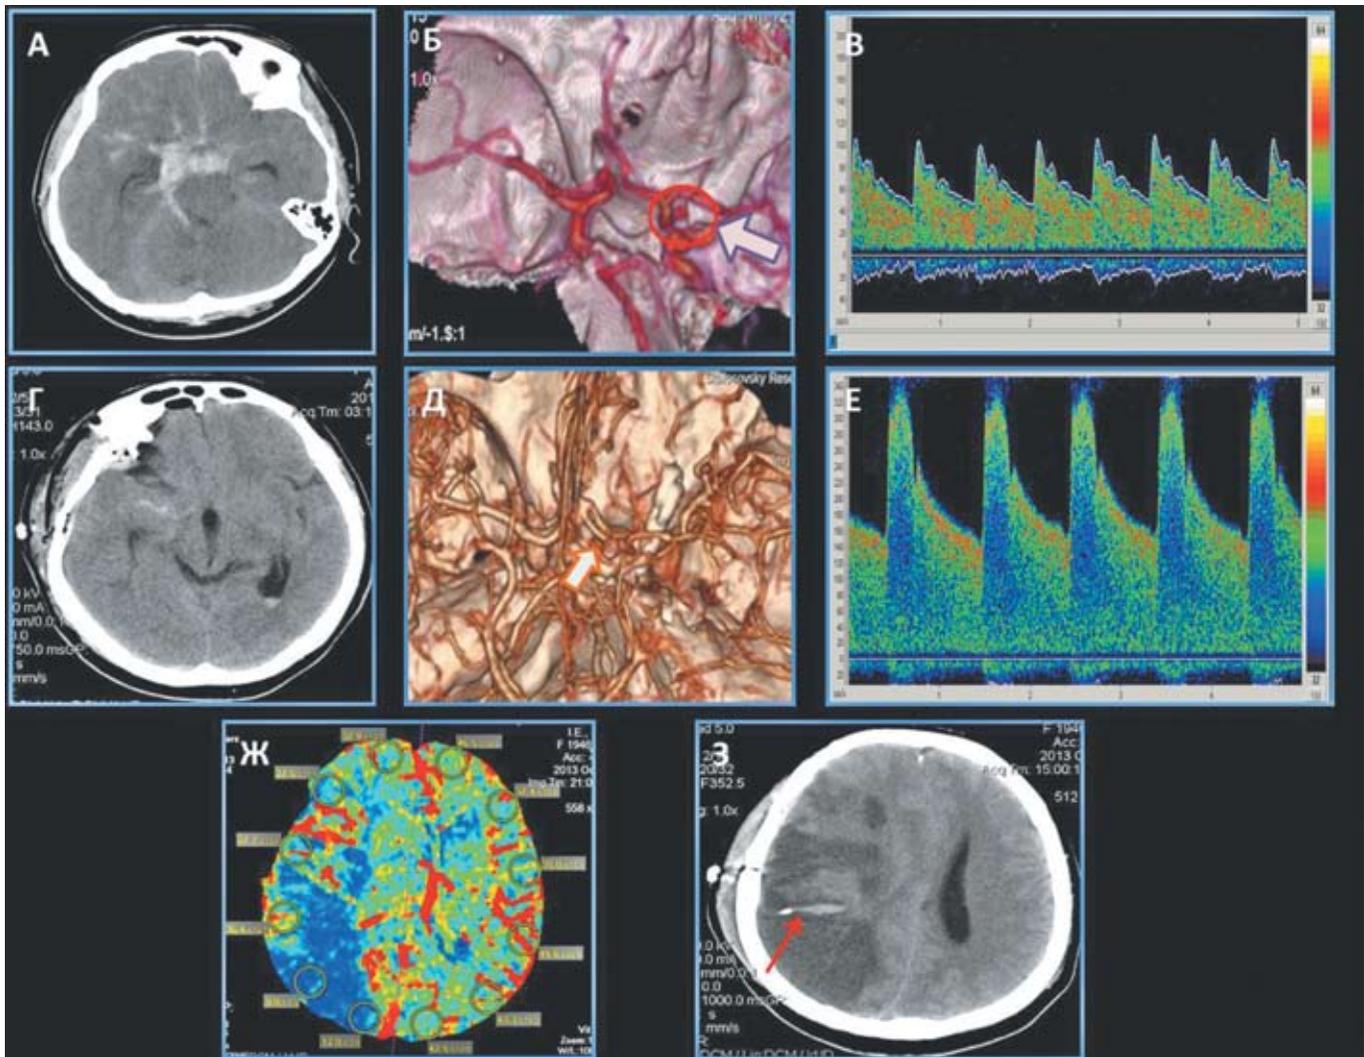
Компьютерные томограммы (КТ головного мозга) и транскраниальные доплерограммы (ТКДГ) пациентки с массивным базальным САК. А — КТ в первые сутки после САК; Б — при КТ-ангиографии обнаружена аневризма коммунікантного сегмента правой внутренней сонной артерии (ВСА) (указано стрелкой); В — по данным ТКДГ ангиоспазма нет; Г — КТ головного мозга в первые сутки после клипирования аневризмы правой ВСА, установки датчика ВЧД и на 2-е сутки после кровоизлияния; Д — КТ-ангиография на 6-е сутки после САК, аневризма не заполняется, стрелкой указан спазм правой средней мозговой артерии (СМА); Е — по данным ТКДГ развился критический ангиоспазм; Ж — КТ-перфузия, 6-е сутки после САК: определяется нарушение кровообращения в бассейне правой СМА; З — КТ, 8-е сутки: массивная ишемия головного мозга в результате ангиоспазма (стрелкой указан паренхиматозный датчик ВЧД).
